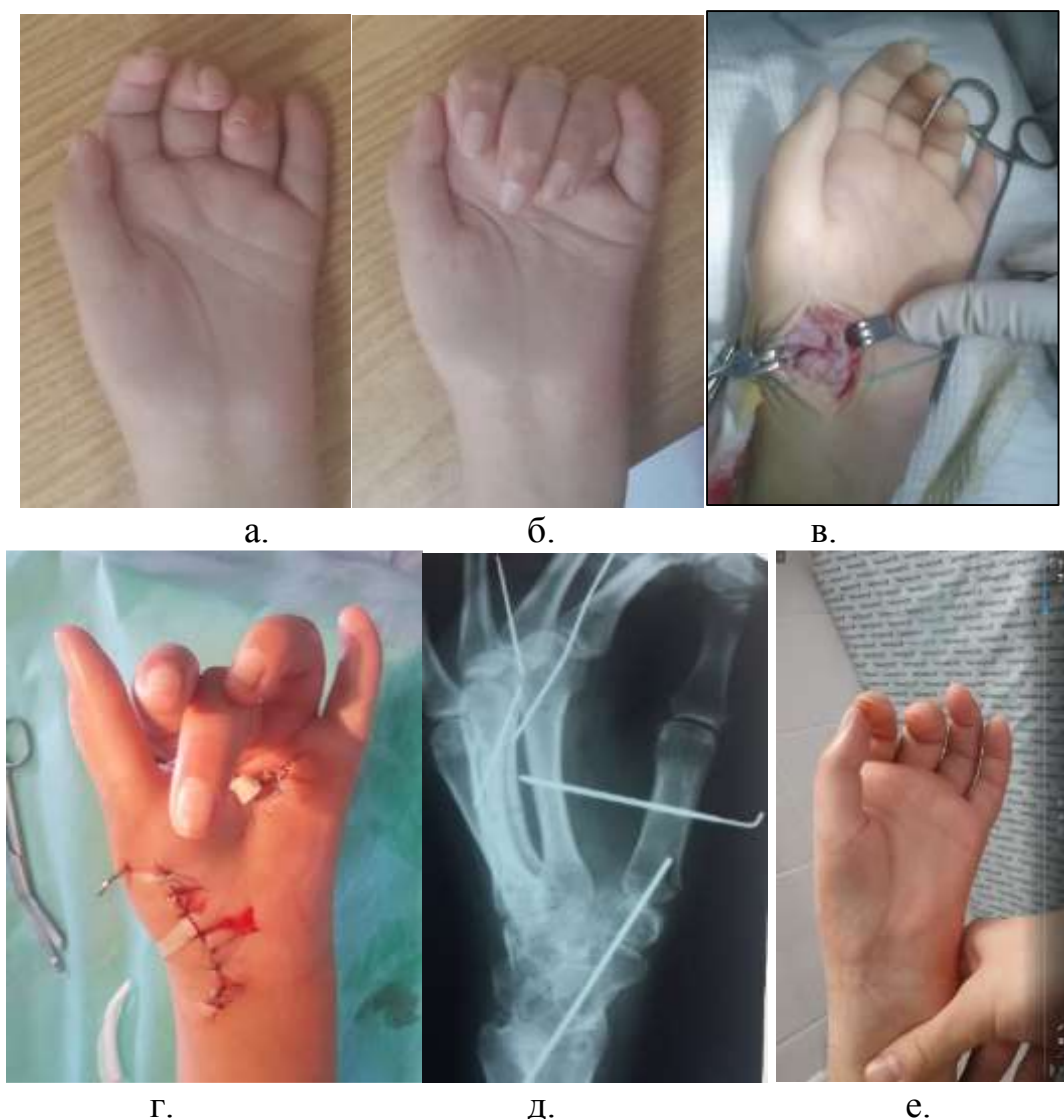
Фотовідбитки лівої кисті та її рентгенограми хворої Р. 29 р на етапах хірургічного лікування; а.б. – доопераційна функція – лише згинання довгих пальців по малій дузі; в.г. – етап артродезу та мобілізації 2,3 п'ястно-фалангових суглоба; д. – рентгенограма оперованої кисті; е. – відновлення опозиції на відновлення опозиції до 3-х балів за Капанджі
